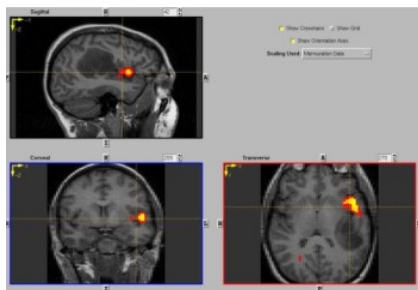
Imágenes coronal, sagital y axial T1 de RM cerebral funcional
